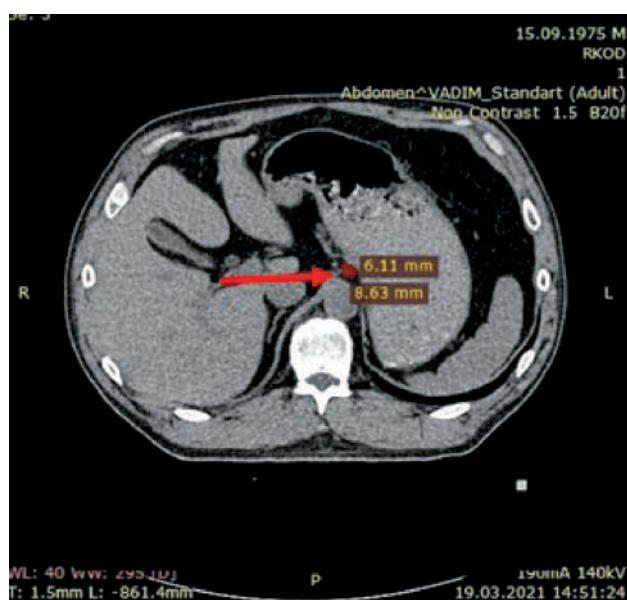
КТ органов брюшной полости (19.03.21). Стрелкой обозначен таргетный очаг – лимфоузел малой сальниковой сумки во время поддерживающей терапии Трастузумабом (через 1,5 года от начала лечения)
